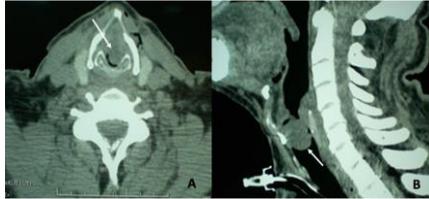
TDM du larynx en coupe axiale (A) et sagittale (B) montrant un formation tumorale homogène obstruant le plan glottique et la sous glotte (flèche)
